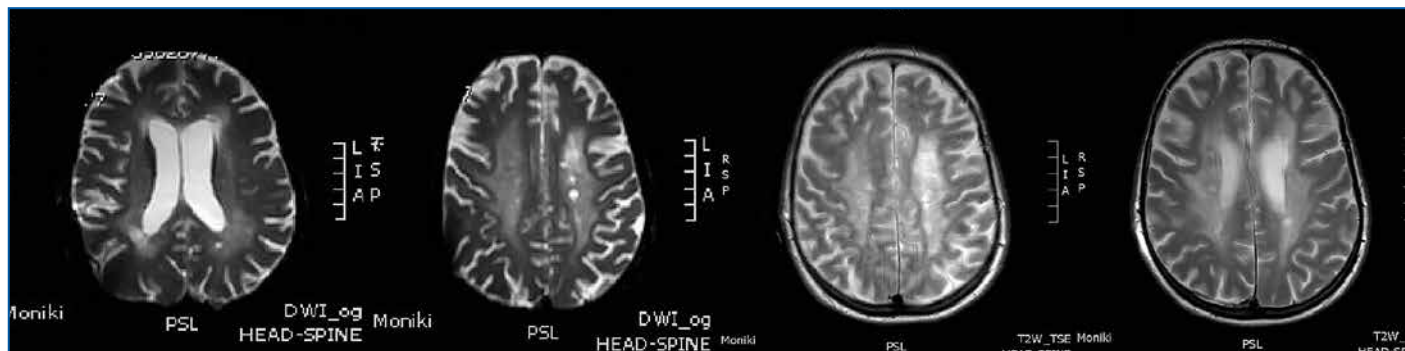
МР-томограмма головного мозга от 29.04.2022: МР-картина демиелинизирующего заболевания — многоочаговое поражение вещества головного мозга с наличием супратенториальных очагов, без нарушения целостности гематоэнцефалического барьера
